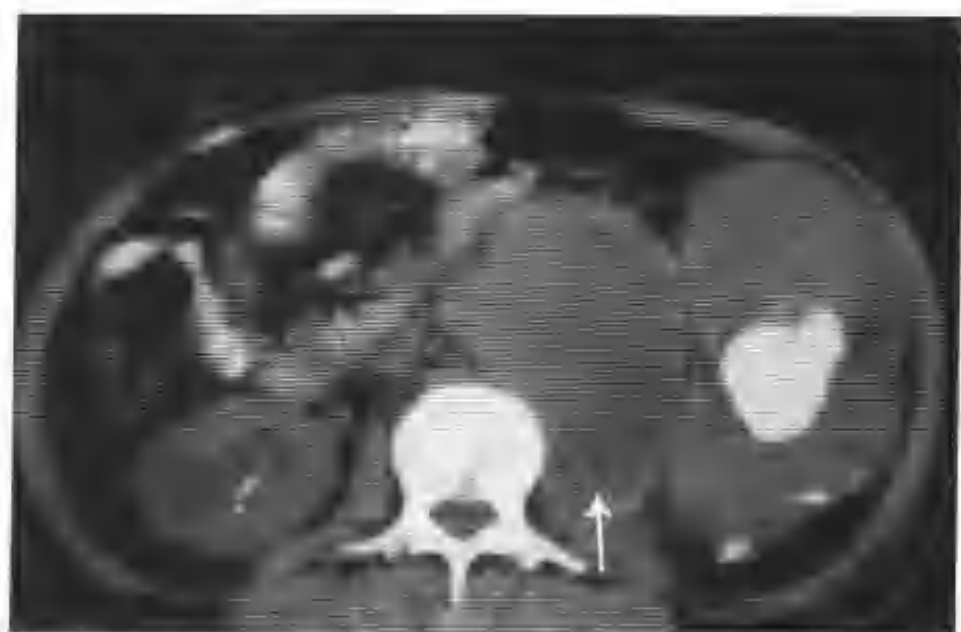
左肾弥漫性黄色肉芽肿性肾盂肾炎（CT平扫示左肾明显增大，肾盂见一个大结石，左侧腰大肌明显增宽（箭头））
